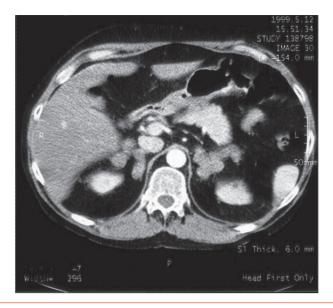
TDM abdominal : hyperplasie bilatérale des surrénales macronodulaire dans le cadre d'une maladie de Cushing.
